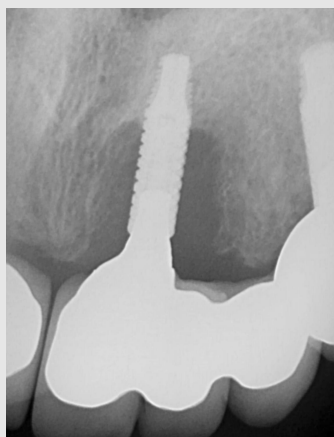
임플란트 주위염 환자의 방사선 사진
